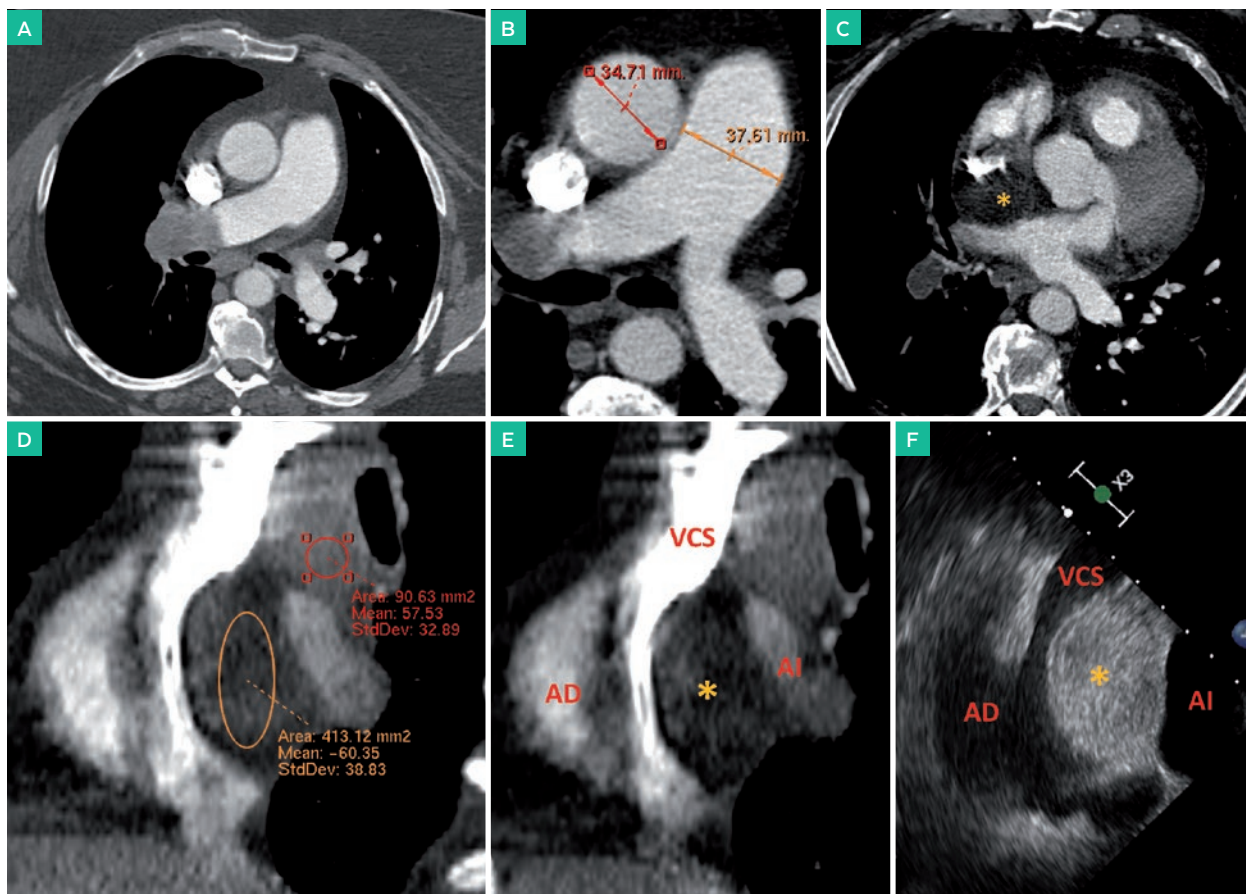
A. Angio-TC con protocolo TEP a nivel de arterias pulmonares (plano axial) con trombo agudo oclusivo en rama principal derecha. B. Datos indirectos de HTPulmonar en TC, con índice art. pulmonar/aorta >1. C. Angio-TC (plano axial) donde se ve lesión hipodensa en septo interatrial (*) correspondiente a la hipertrofia lipomatosa del septo interatrial y D. Misma lesión visualizada en plano sagital, donde se comprueba que presenta densidad por ROI similar a la grasa (-60 UH), diferente a la del trombo agudo en arteria pulmonar derecha (+57 UH). E-F. Correspondencia anatómica del corazón derecho en plano sagital en TC y ecocardiografía transesofágica respectivamente. Abreviaciones: VCS (vena cava superior), AD (aurícula derecha), AI (aurícula izquierda).
